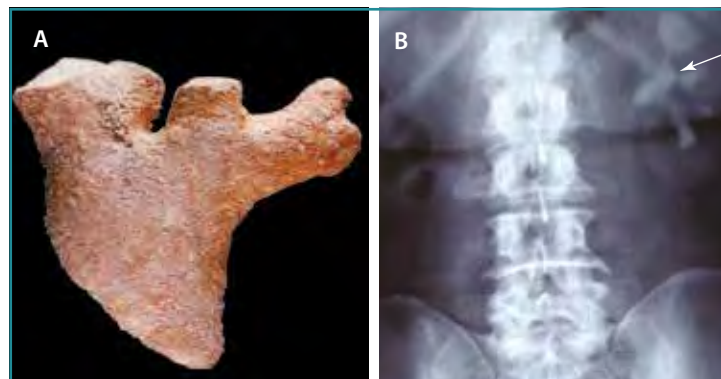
Litiasis coraliforme o "en asta de venado" (A) observada en una radiografía simple de abdomen (B).
